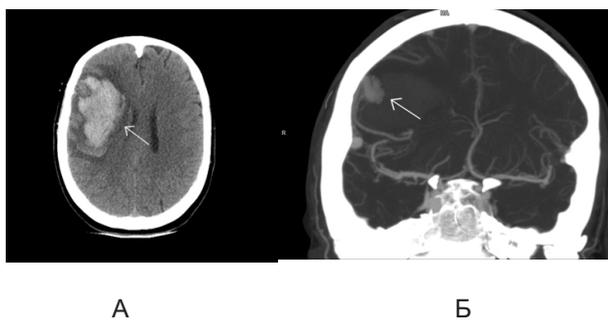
МСКТ (А) и МСКТ-ангиограмма пациентки К. А – стрелкой указана внутримозговая гематома правой лобно-теменной области. Б – стрелкой указан узел артериовенозной мальформации.
